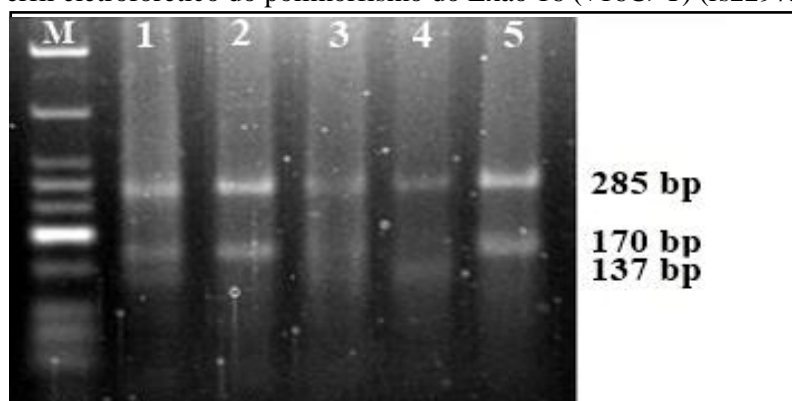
Figura suplementar 8.4 – Perfil eletroforético do polimorfismo presente no exão 16 do gene NOS2 em gel de agarose. M – marcador de peso molecular (DNA Ladder 50 bp); 2 e 5 – fenótipo homozigótico sem mutação CC (285 bp + 170 bp); 1 e 3 fenótipo heterozigótico CT (285 bp + 170 bp + 137 bp + 33 bp); 4 – fenótipo homozigótico com mutação TT (285 bp + 137 bp) (Prabhudas, 2013).
